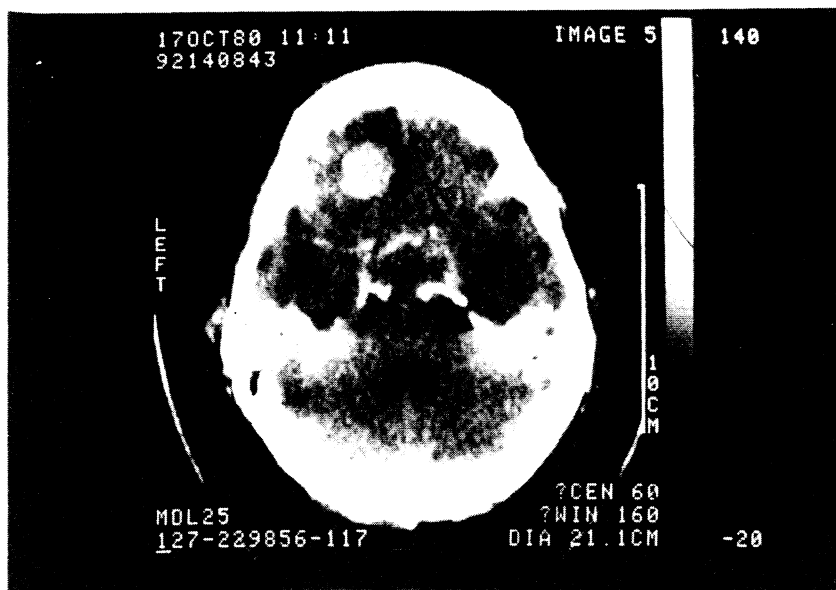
Schädel-CT Pat. U. J. ♂, geb. 1943, vom Oktober 1980. Prolactinom, Rezidivtumor der Hypophyse und Abtropfmetastase links.
